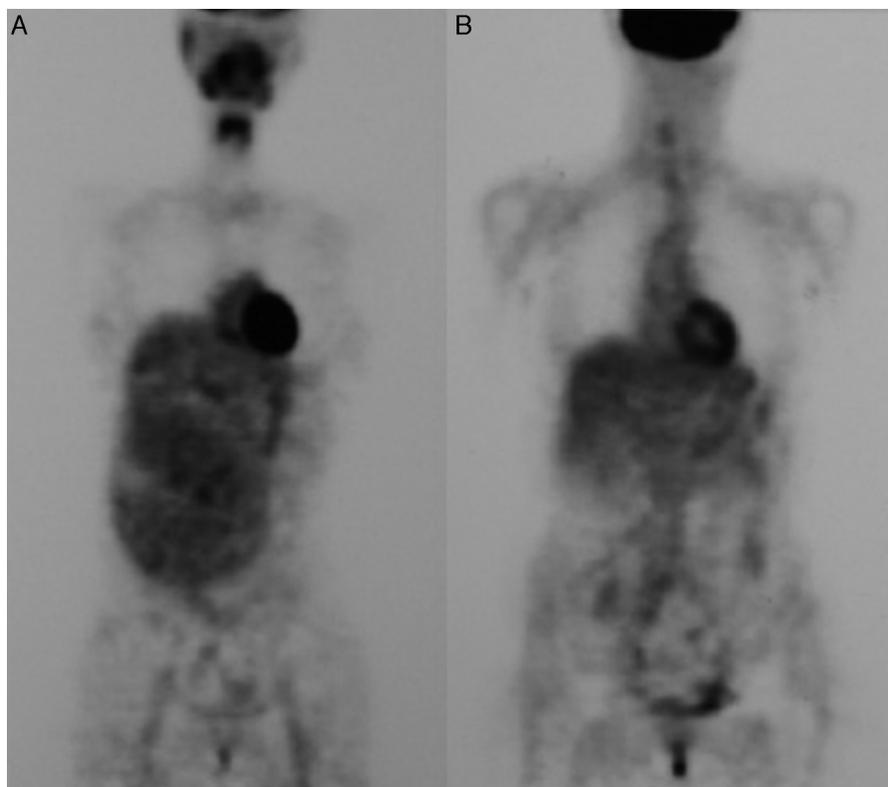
A y B. PET al diagnóstico (A) y tras cuatro meses de tratamiento con imatinib (B).
